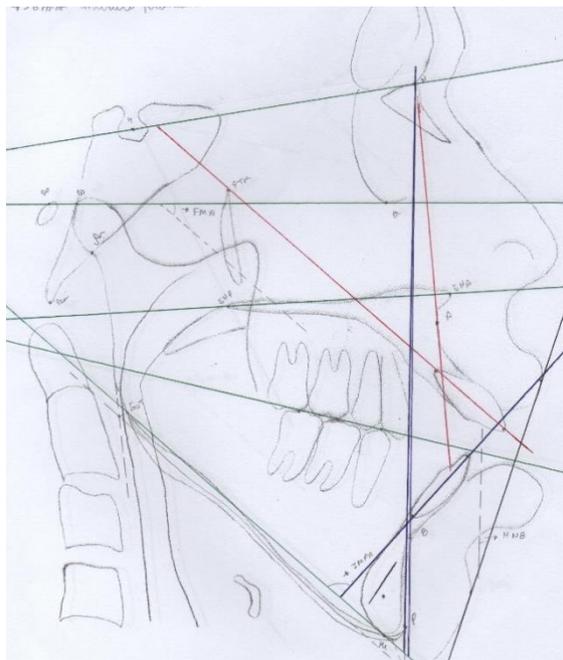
(A) -Foto da Teleradiografia Lateral. (B) – Foto do traçado cefalométrico.
